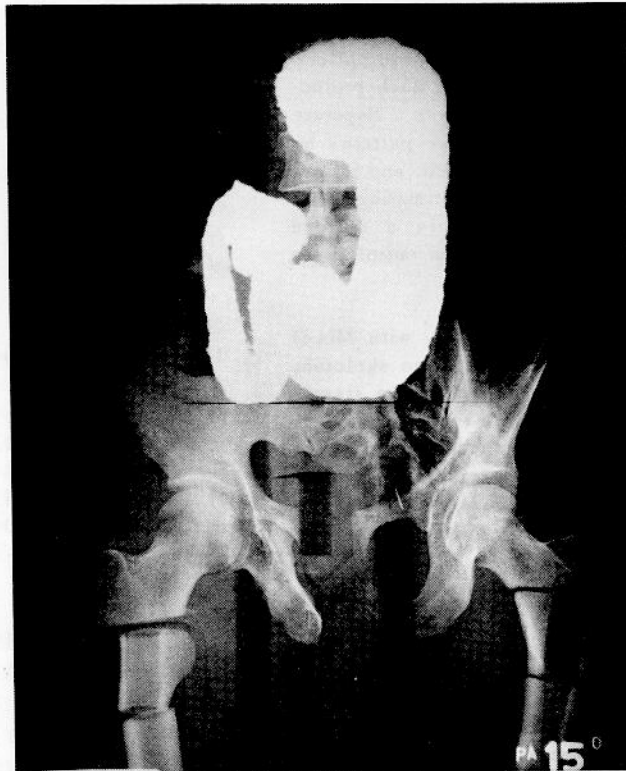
Radiograph of stomach portion of phantom
